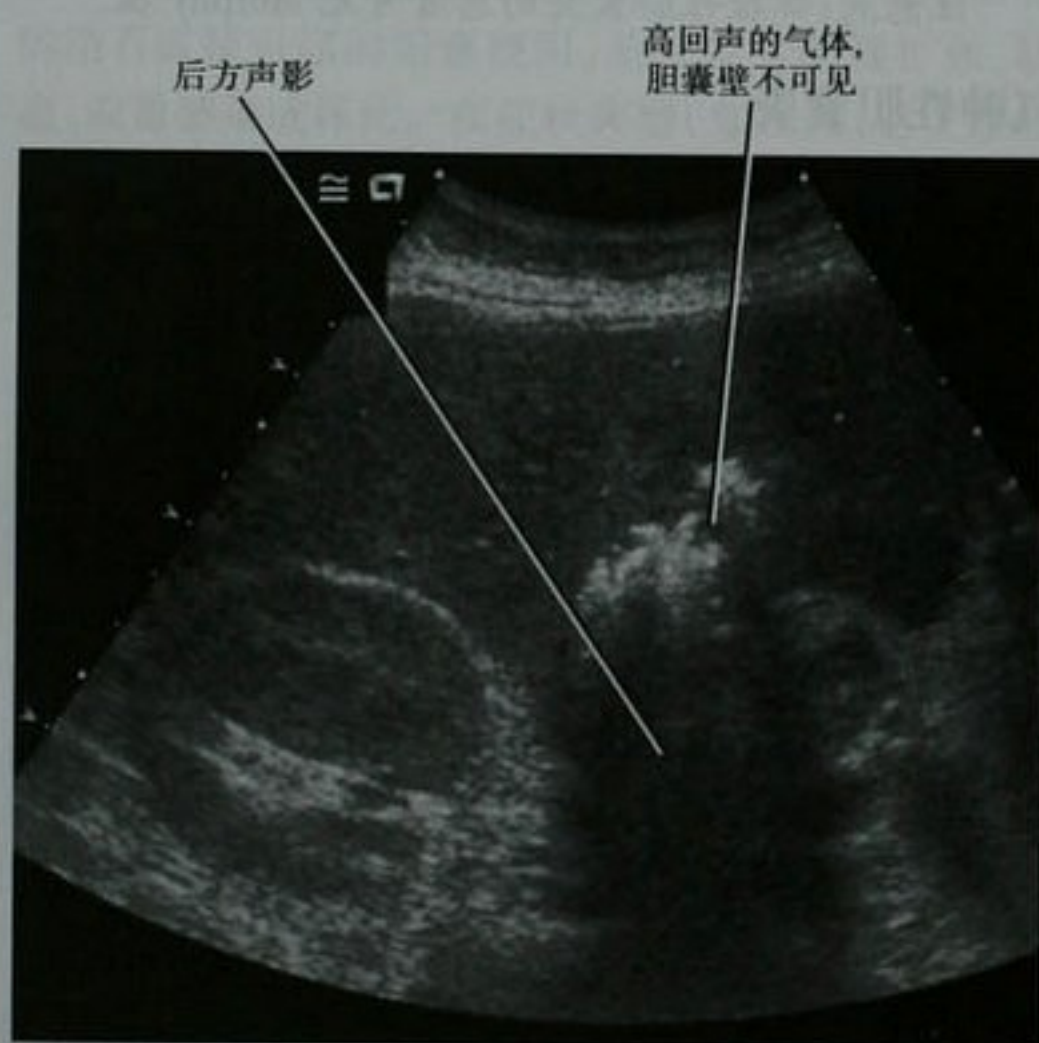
气肿性胆囊炎患者,经过胆囊窝的超声图像
